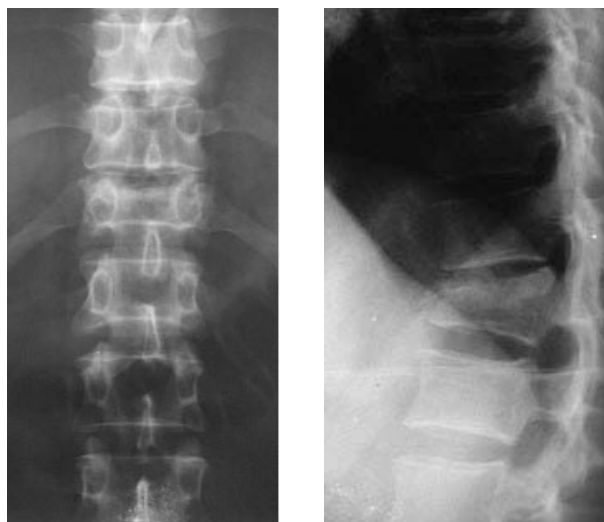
Рентгенограммы позвоночника в прямой и боковой проекциях больного Б.
